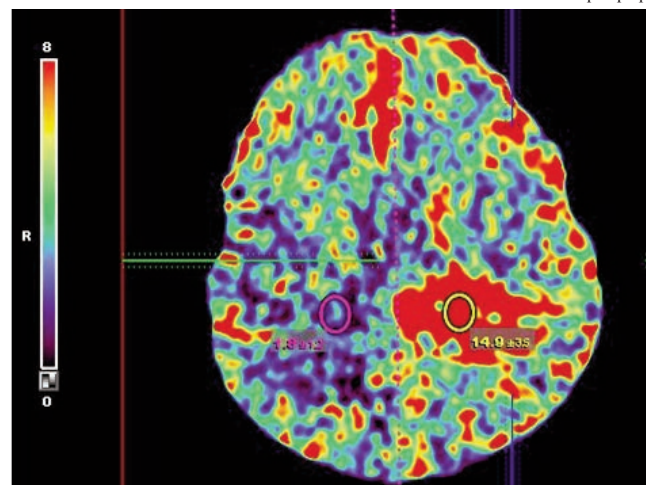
Глиобластома левой затылочной области. КТ-перфузия, режим CBV — отмечается повышение объема мозгового кровотока по сравнению с контралатеральной стороной.
